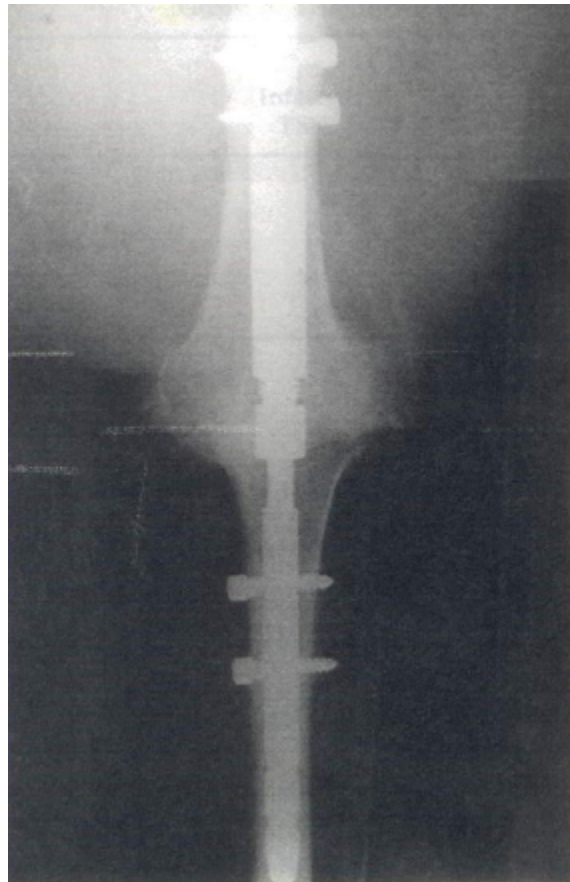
Radiografía de una fusión de rodilla dieciséis semanas después de una inserción de Clavo Wichita. McQueen, D. Cooke F. *Intramedullary Compression Arthrodesis of a Knee*. The Journal of Arthroplasty. 2005
